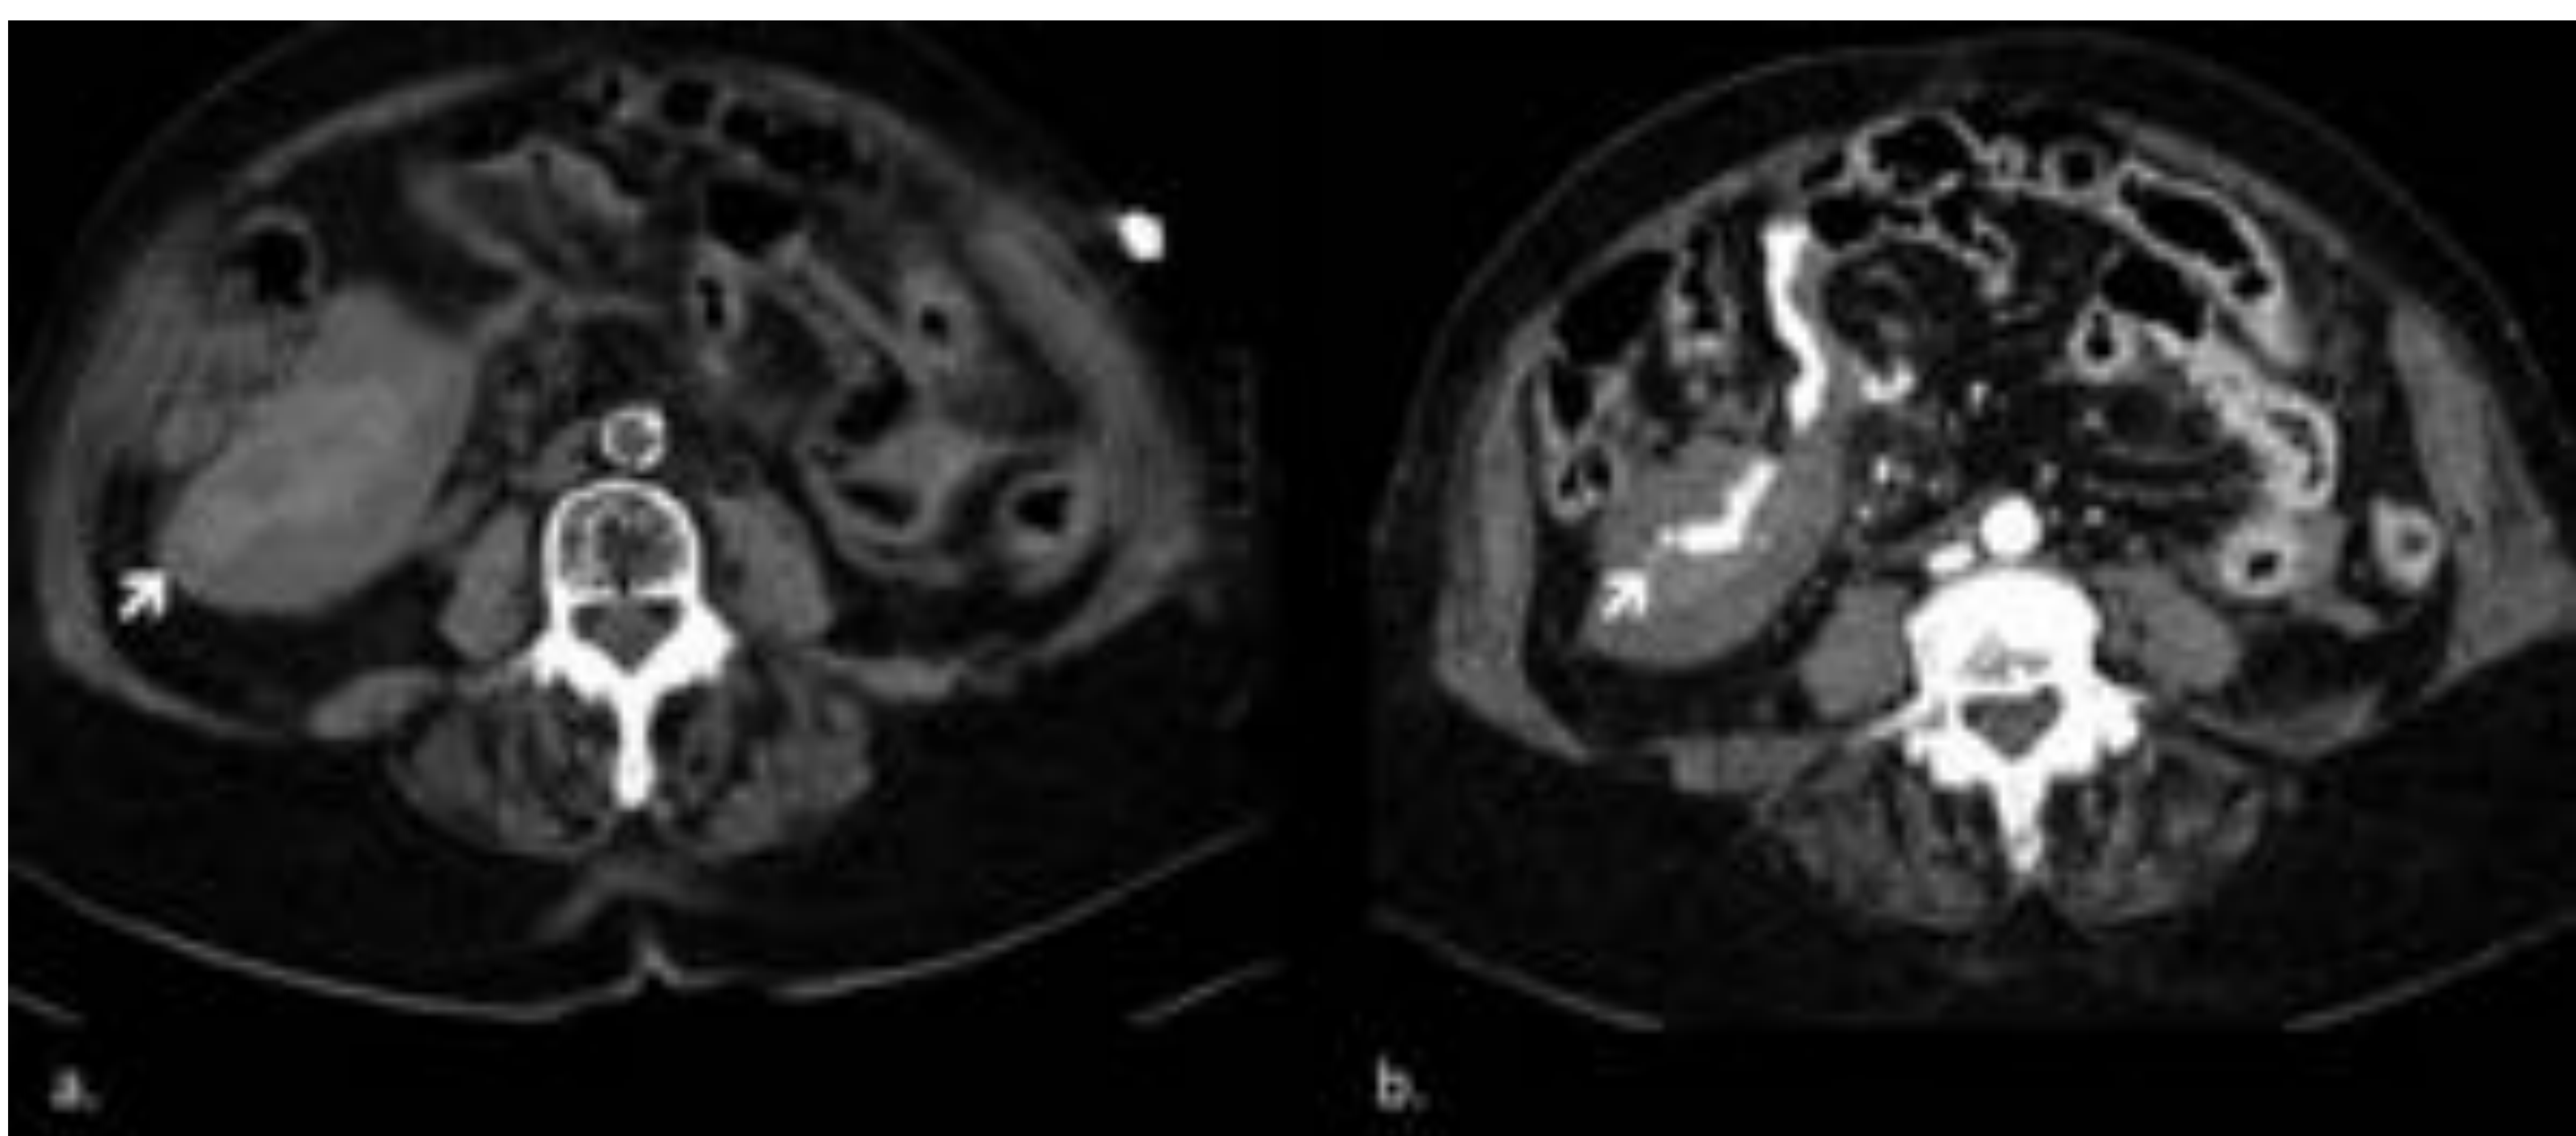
Desgarro mesentérico.. (a) TC sin CIV evidencia liquido libre asociado a la presencia de colección de alta densidad en FID (flecha). (b) TC en fase arterial que muestra extravasación activa de CIV en flanco y FID por rotura mesentérica.
